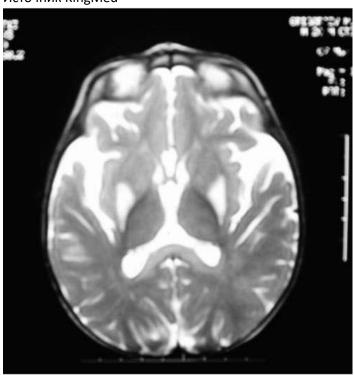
Магнитно-резонансная томография головного мозга при синдроме Целлвегера
